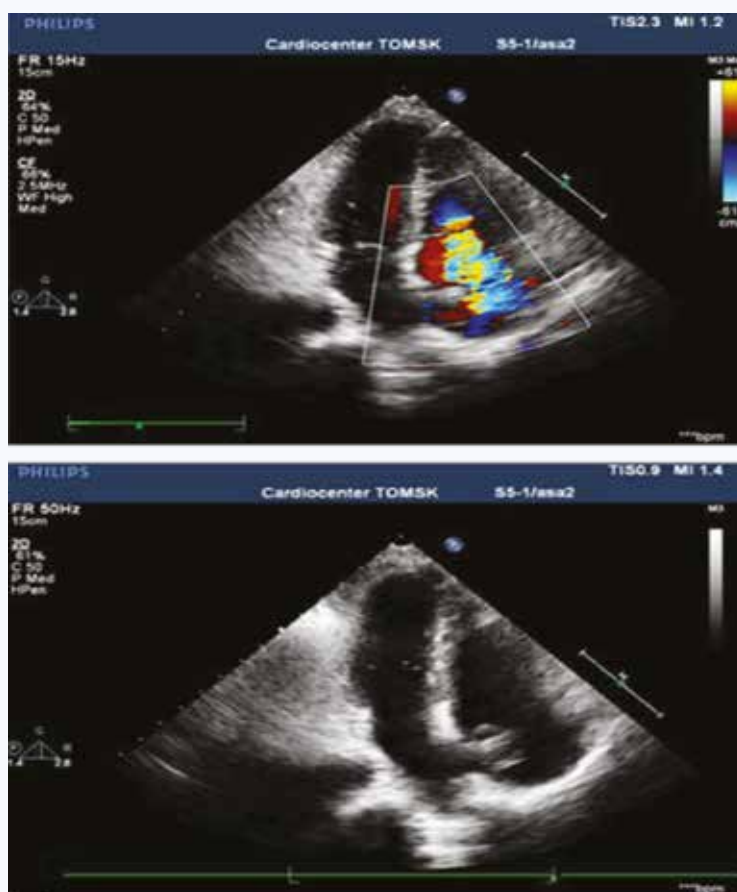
Эхокардиография. Электрод в правом предсердии и правом желудочке. На электроде в правом предсердии мягкое «кольцевидное» подвижное наложение (тромб). Регургитация на трикуспидальном клапане 3-й степени
